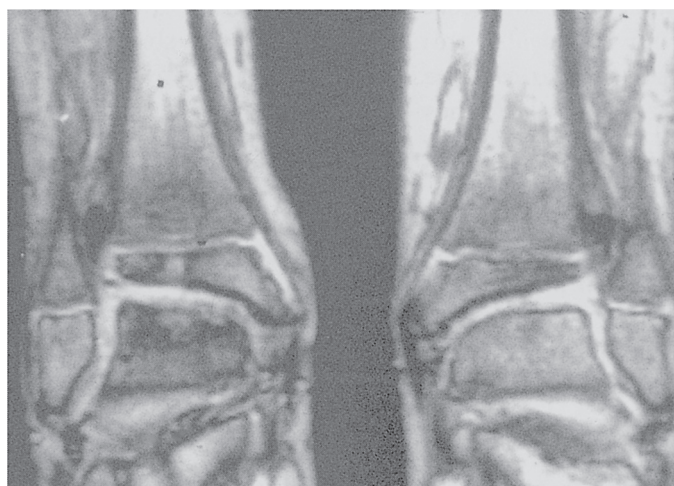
同じ患児の両足関節 MRI 正面像。左側（右足関節）の脛骨遠位の内側及び外側は、左関節の同部位に比べ重度に障害されている。両足関節とも放射線性滑膜浄化術の適応であるが、左足関節がより適応と言える。
